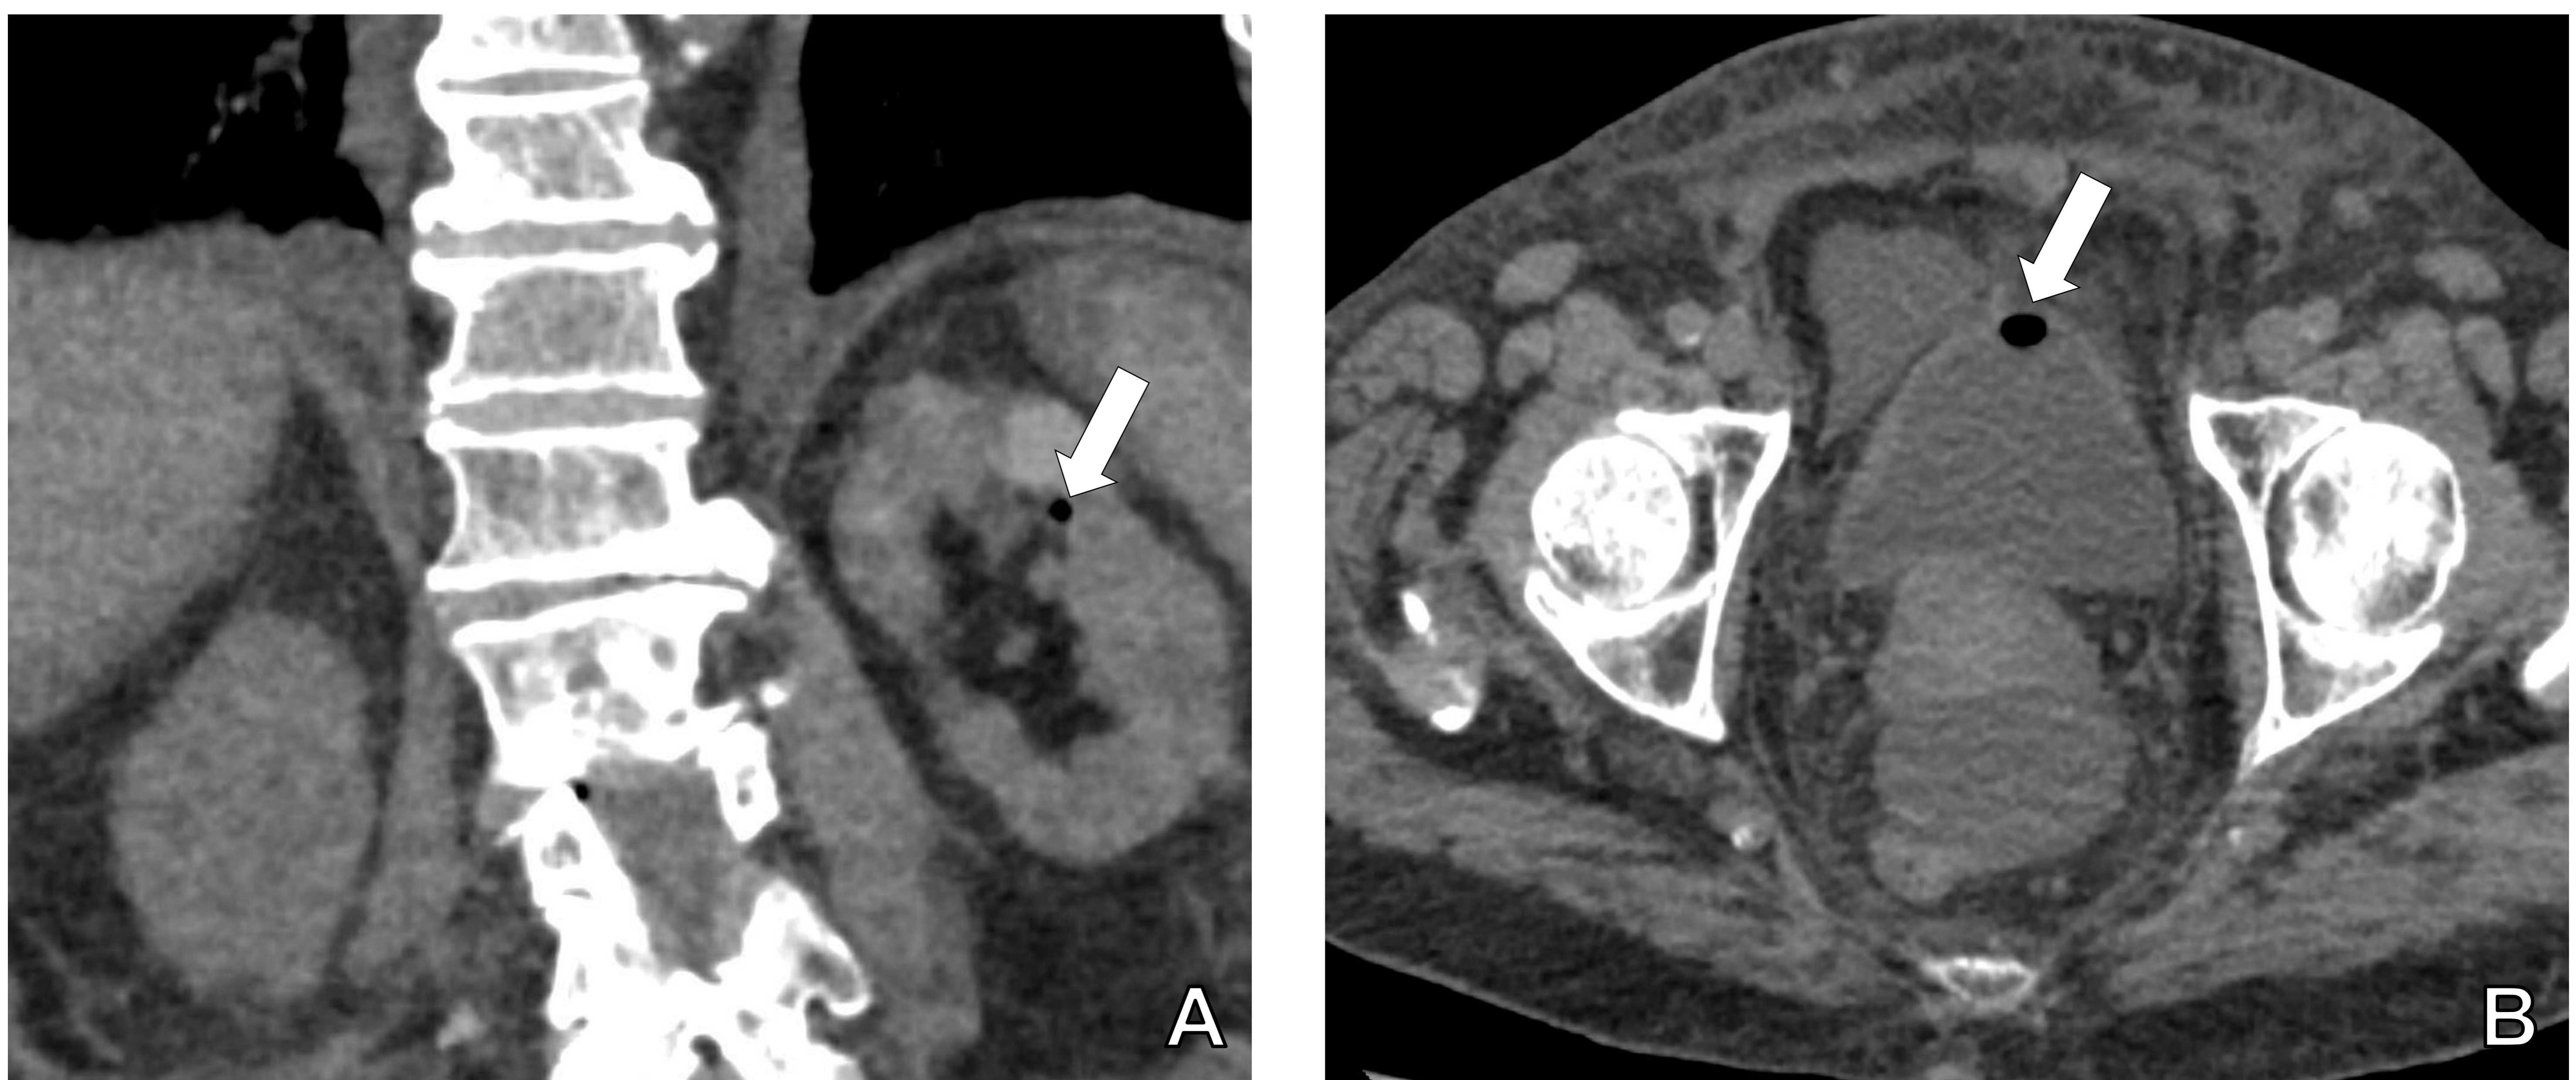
TC de abdomen, coronal (A) y axial (B) sin contraste intravenoso del mismo paciente donde se observan burbujas de aire (flechas) en el grupo calicial superior del riñón izquierdo y en la vejiga, sin cambios inflamatorios asociados, en relación con antecedente de manipulación de la vía urinaria (sondaje vesical).
